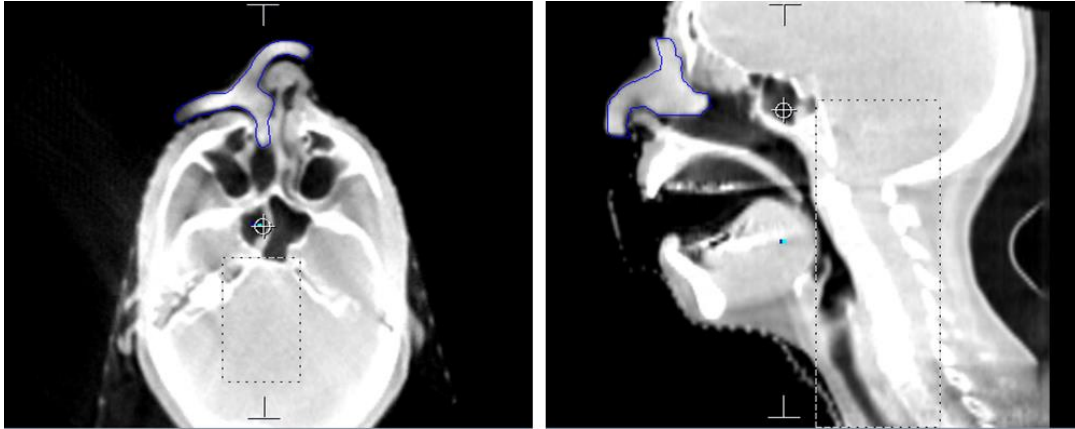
Exemple clinique d'un CBCT pré-traitement pour un bolus en silicone dans une cavité nasale avec le contour de planification superposé (contour bleu représente la position attendue du bolus). Le temps de positionnement du bolus en salle est inférieur à 2 min.
